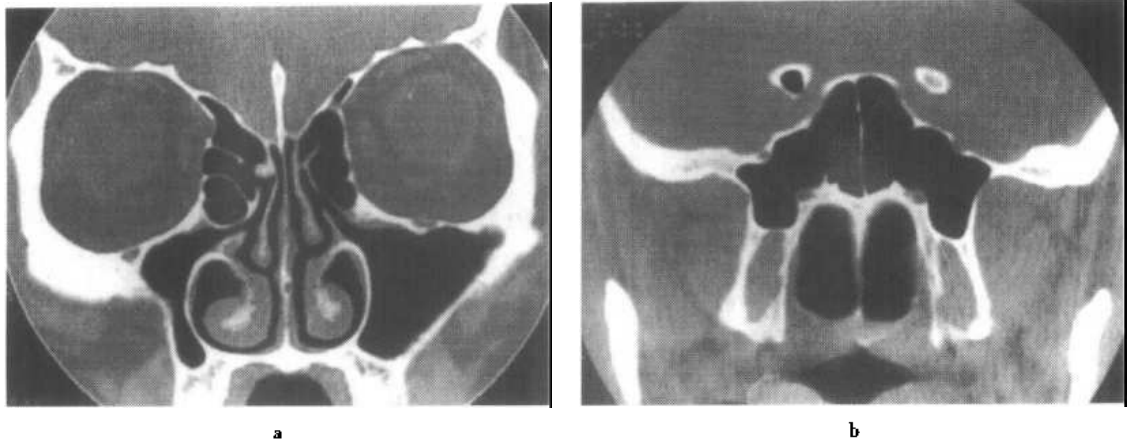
鼻腔、鼻窦冠状面正常 CT 表现
